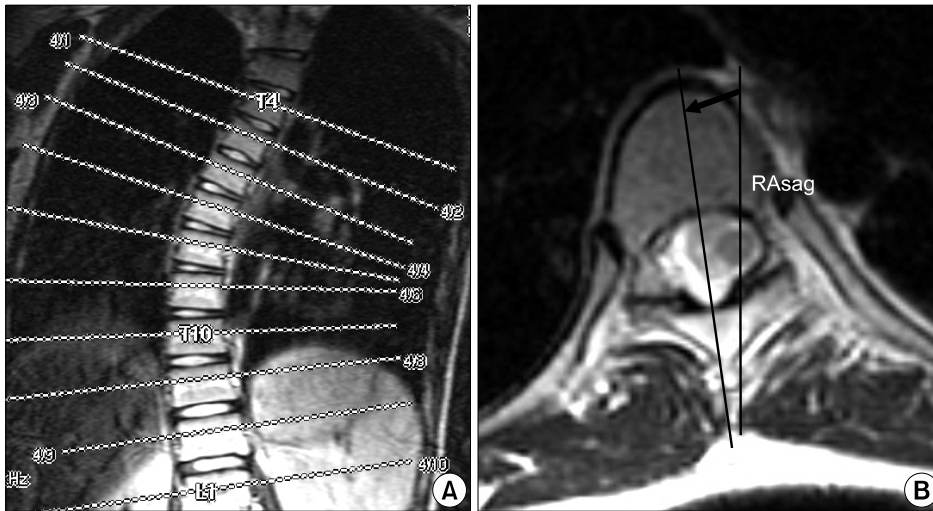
MRI scans of axial slices through each vertebral level (A). Vertebral rotation (RA sag) measures the angle between the long axis of the vertebra subtended at the posterior central aspect of the spinal canal, and the sagittal plane (B).
